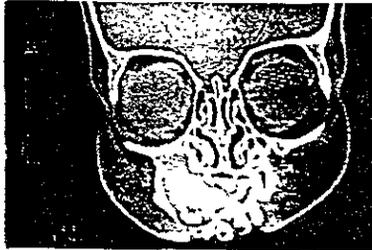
La tomografía axial computarizada muestra la lesion con bordes bien definidos.
